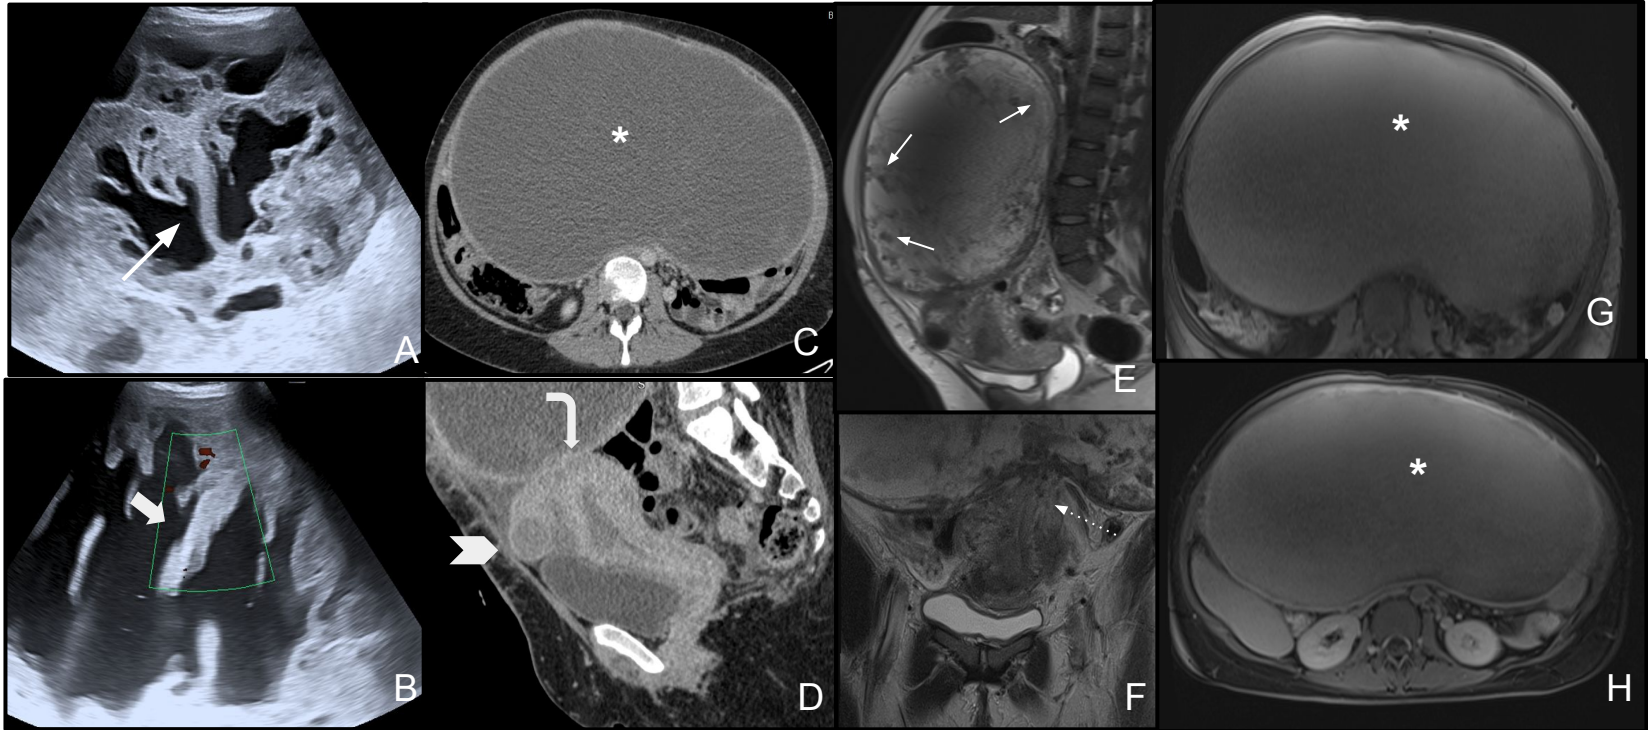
Paciente con antecedentes de cesárea hace 3 meses en estudio por dolor abdominal. A y B) Ecografía. Formación quística con paredes gruesas e irregulares con proyecciones móviles (flecha) sin flujo al examen Doppler (flecha gruesa), compatible con coágulos. C y D) Tomografía C) Plano axial B) Plano Sagital. Formación abdomino-pelviana de contenido líquido homogéneo, de pared lisa y regular (Asterisco). La misma genera impronta sobre el fondo uterino (flecha curva). Mioma subseroso en cara anterior (cabeza de flecha). E; F; G y H). Resonancia Magnética. Formación abdomino-pelviana de aspecto quístico con septos internos (flechas cortas). Con señal alta en T1 y T2 traduce degeneración hemorrágica (asterisco). La misma no presenta realce interno tras la administración de contraste EV. Pedículo de señal intermedia (flecha discontinua) confirma su dependencia.
